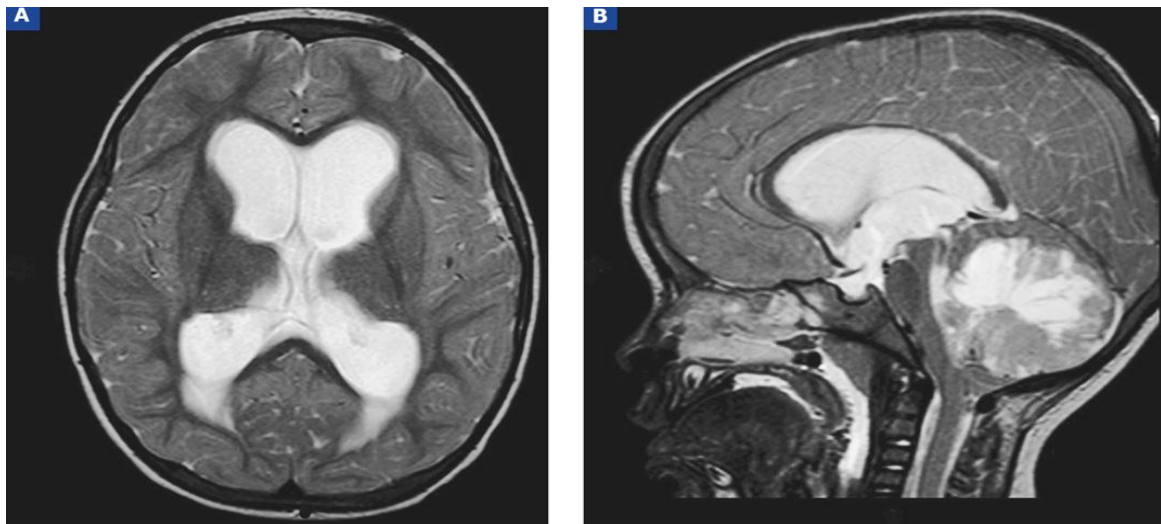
IRM : Séquence en T2, coupe sagittale et axiale
